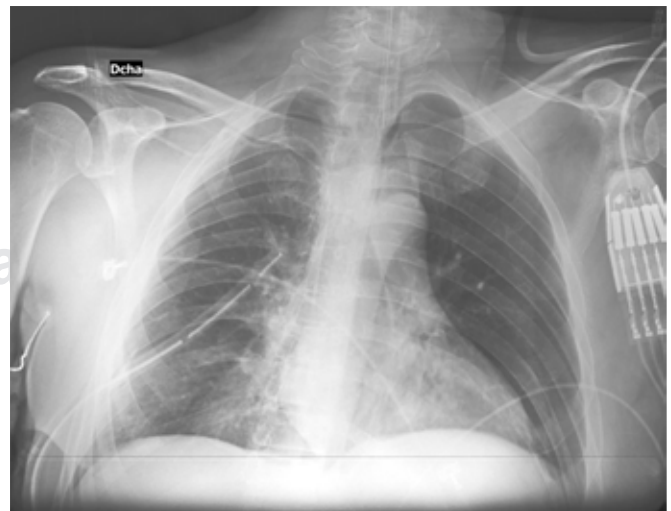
Radiografía portátil anteroposterior de tórax. Evaluación de la situación de la sonda endopleural y verificación de la expansión pulmonar.
